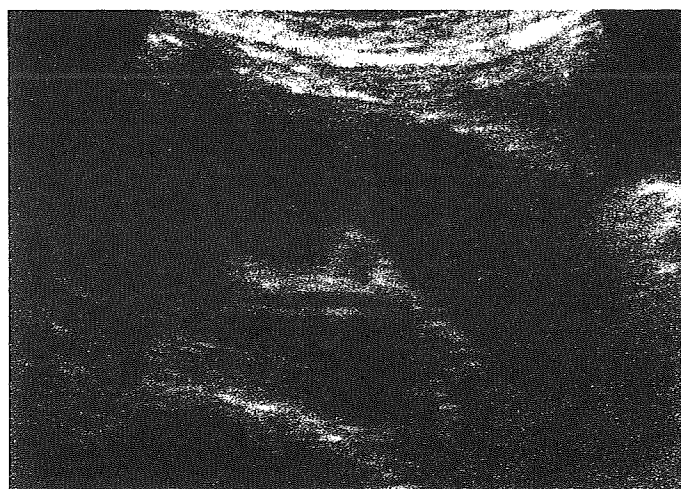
Ultrasonography of a patient with autoimmune pancreatitis showing diffuse hypoechoic enlargement of the pancreas.
